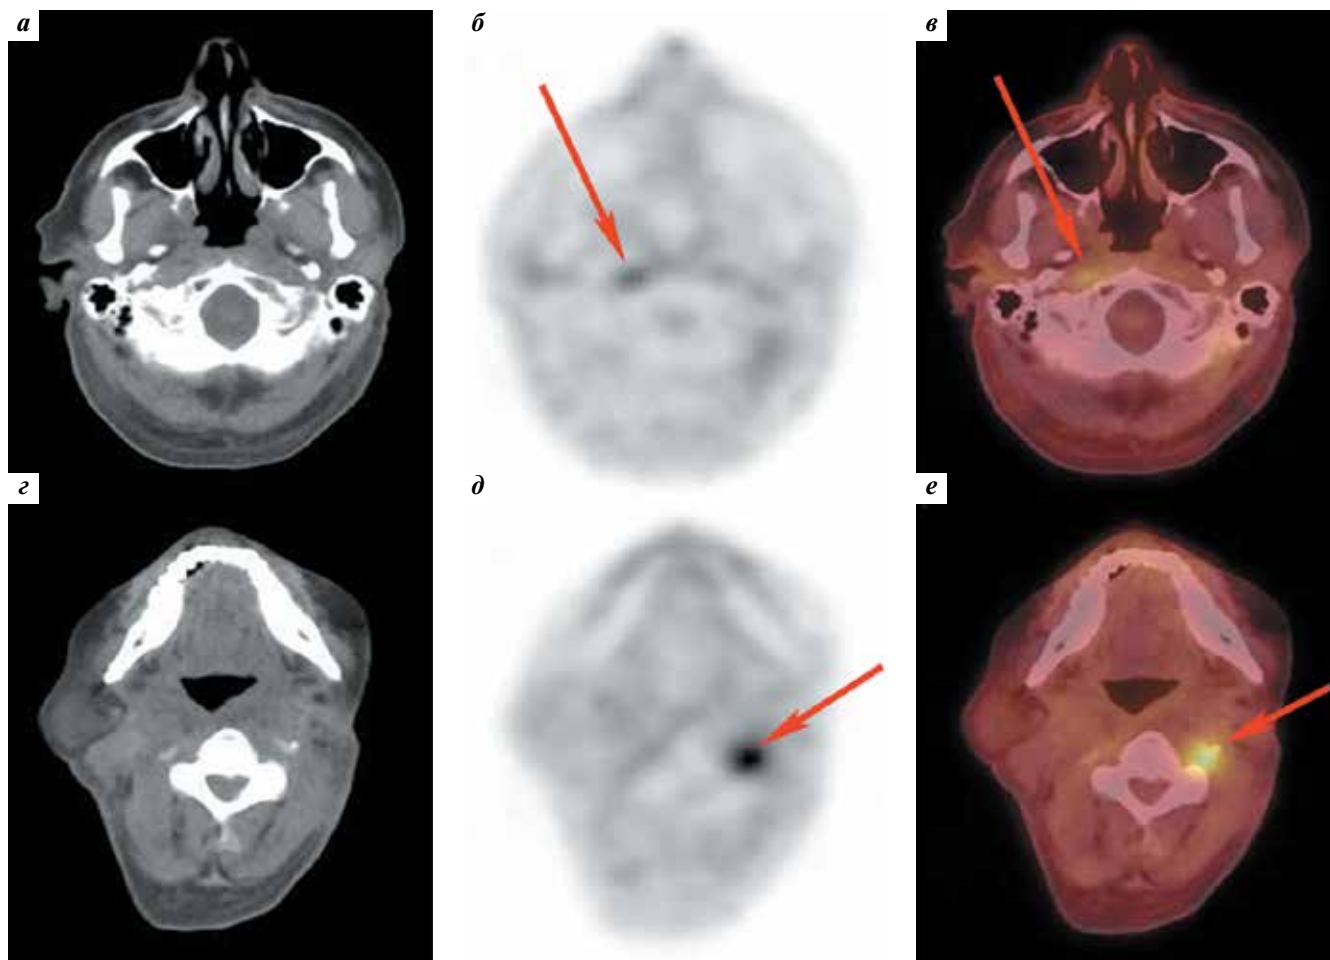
Пациент Д. Шестой рецидив плоскоклеточного рака кожи левой ушной раковины в мягкие ткани шеи. Аксиальные срезы на уровне носоглотки (а, б, в) и на уровне ротоглотки (г, д, е). Компьютерная томография (а, г), позитронная эмиссионная томография с $[^{18}\text{F}]$ -фтордезоксиглюкозой (б, д), совмещенные изображения (в, е). Очаговое накопление радиофармпрепарата в ретрофарингеальном лимфатическом узле справа (б, в) и в узловом образовании в паравертебральных мягких тканях шеи слева (д, е)
